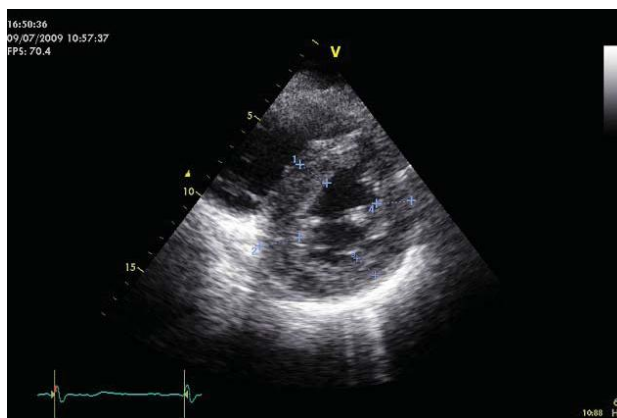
Hipertrofia concêntrica do ventrículo esquerdo, documentada por ecocardiograma (adaptado de Silva *et al.*, 2010).
